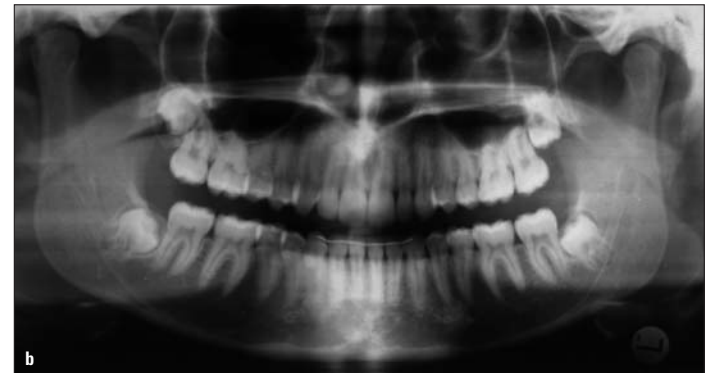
Röntgenbilder Anfangsbefund.
